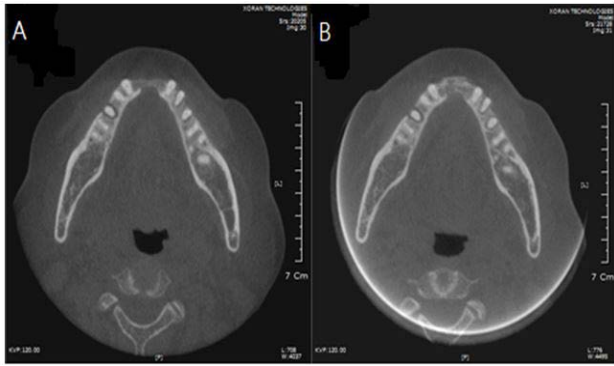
Cone-beam CT images before (A) and after (B) GBR of #32-42 edentulous ridge.
